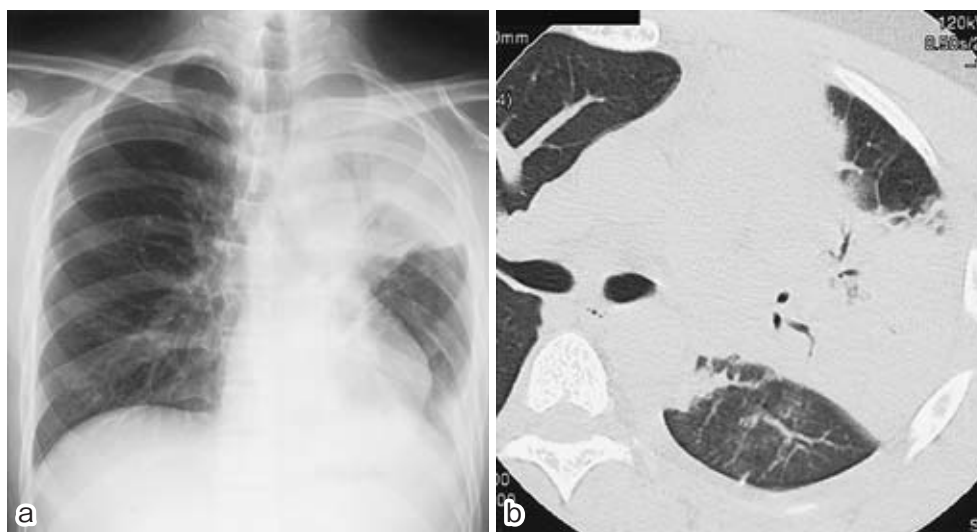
Chest radiograph on the 6th day after admission. Consolidation extended not only to the upper segment but to the lingular segment in the left upper lobe.
